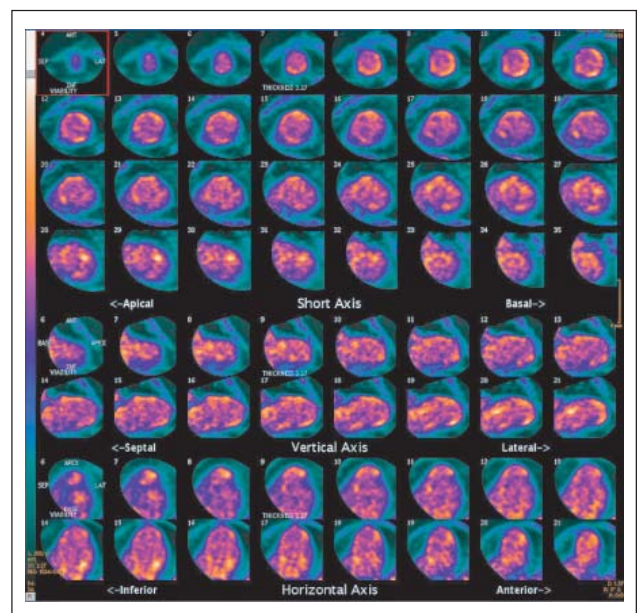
Zur Beurteilung der Vitalität wird eine F-18-FDG-PET-CT-Untersuchung durchgeführt. Diese zeigt einen reduzierten Traceruptake im distalen Vorderwandbereich anteroseptal.
